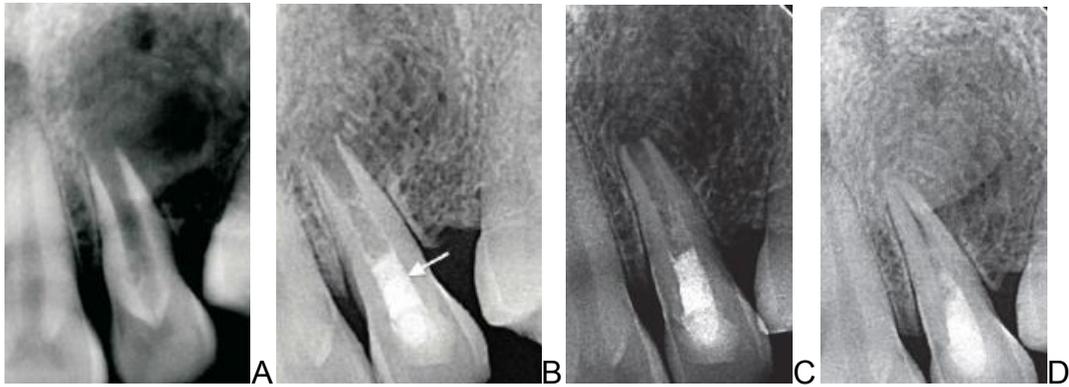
a) Radiografía preoperatoria b) colocación de MTA c) 12 meses después d) 36 meses después.
